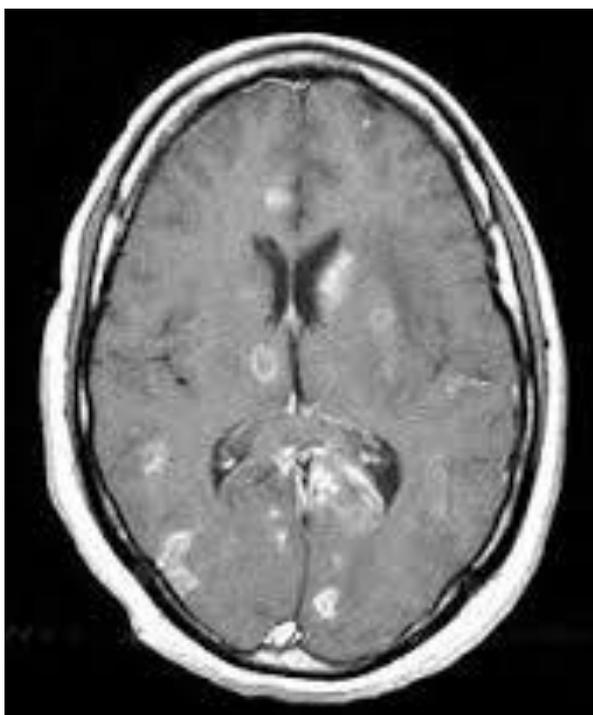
МРТ головного мозга больного токсоплазмозом головного
